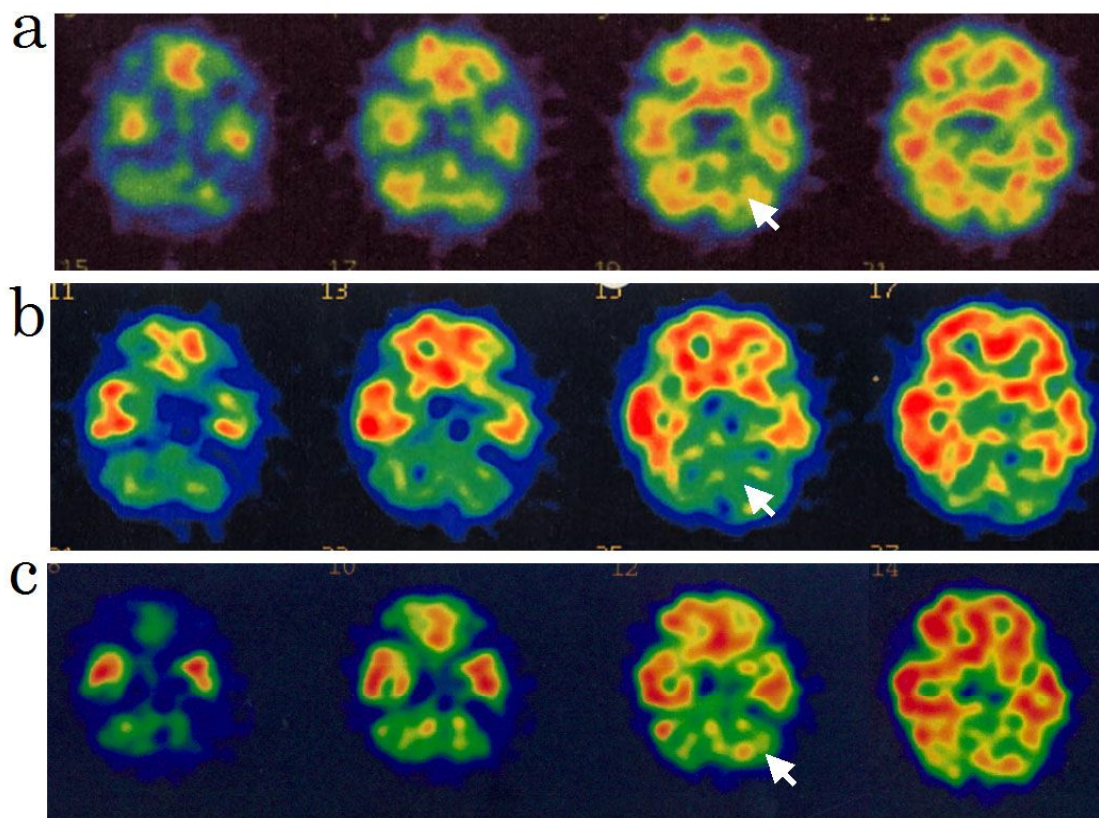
^{123}I -IMP 脳血流 SPECT
